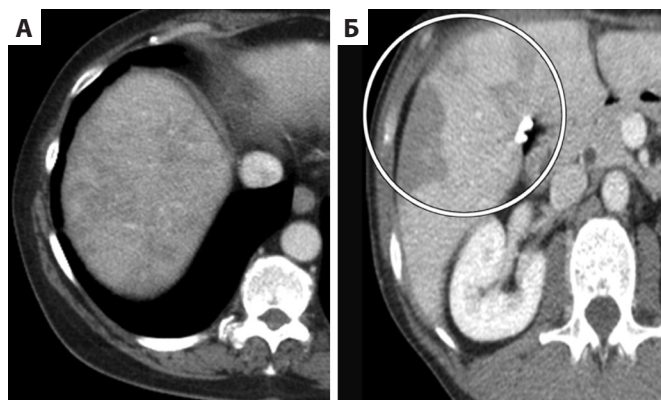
45-летний мужчина с периферической веноокклюзионной болезнью печени, развившейся в результате высокодозной терапии циклофосфамидом после трансплантации костного мозга (А). На КТ с контрастным усилением на уровне купола печени видна мозаичная перфузия с характером усиления, напоминающим синдром Бадда-Киари. На каудальном срезе видны множественные клиновидные участки (круг) из-за периферической веноокклюзионной болезни (Б) [8]
